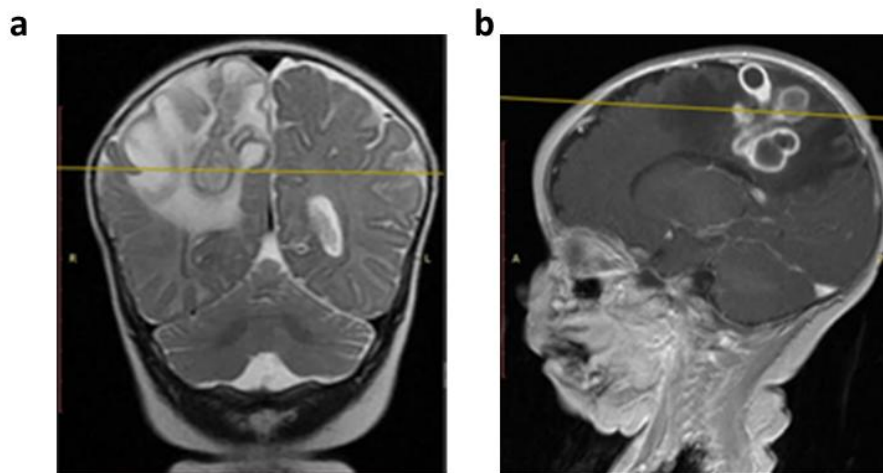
1a. RMN cerebral simple en corte coronal en secuencia T2 evidenciándose Gran edema digitiforme peritumoral. 1b. RMN cerebral contrastada en corte sagital en secuencia T1. Prominente realce en anillo
